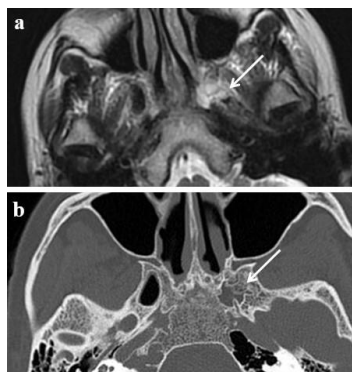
In the T2 weighted axial MR image, there is an asymmetrical hyperintensity on the left pterygoid process b; on CT examination, it is seen that this belongs to an obvious arrested pneumatization with a sclerotic rim around it in the left pterygoid bone (arrow).
